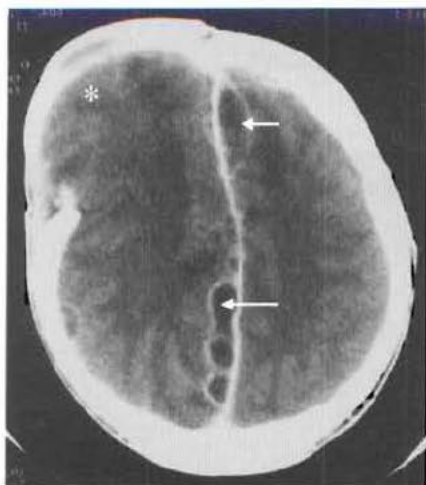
Empyème sous-dural (abcès) – TDM après injection intraveineuse de produit de contraste. Les collections multiloculées sont situées au contact de la faux du cerveau (flèches). Noter la hernie frontale (astérisque) à travers le défaut osseux secondaire à la décompression chirurgicale.
